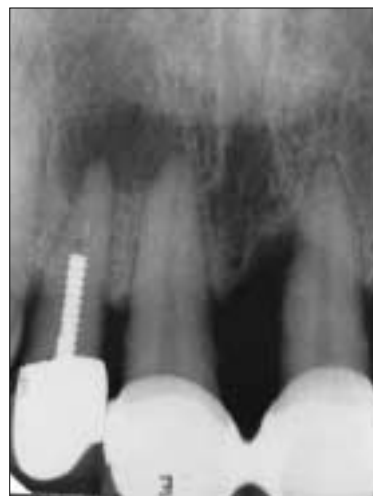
Diagnostic intraoral radiograph.
